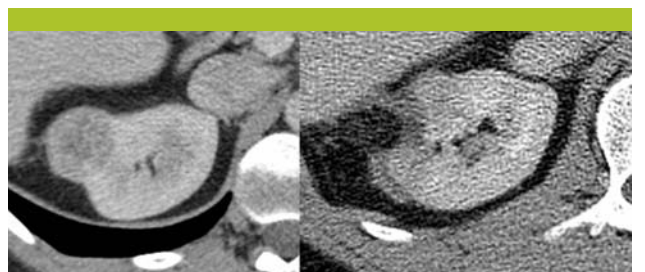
CT avant et un mois après néphrectomie partielle (NP) pour une tumeur de 3 cm du pôle supérieur
